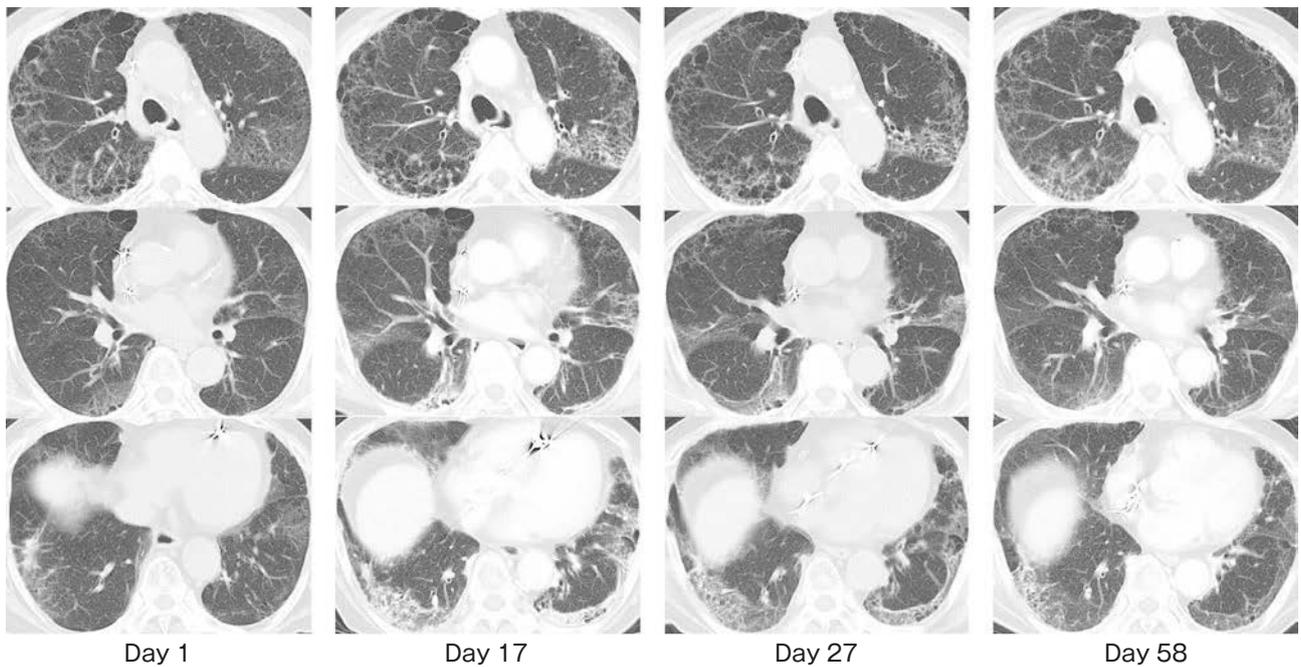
Time course of unenhanced chest CT findings. On the first day of admission, diffuse bilateral ground-glass opacification (GGO) was observed in peripheral locations. On the 17th day of admission, the GGO had partially changed into consolidation. On the 27th and 58th days of admission, GGO and consolidation were disappearing gradually.
